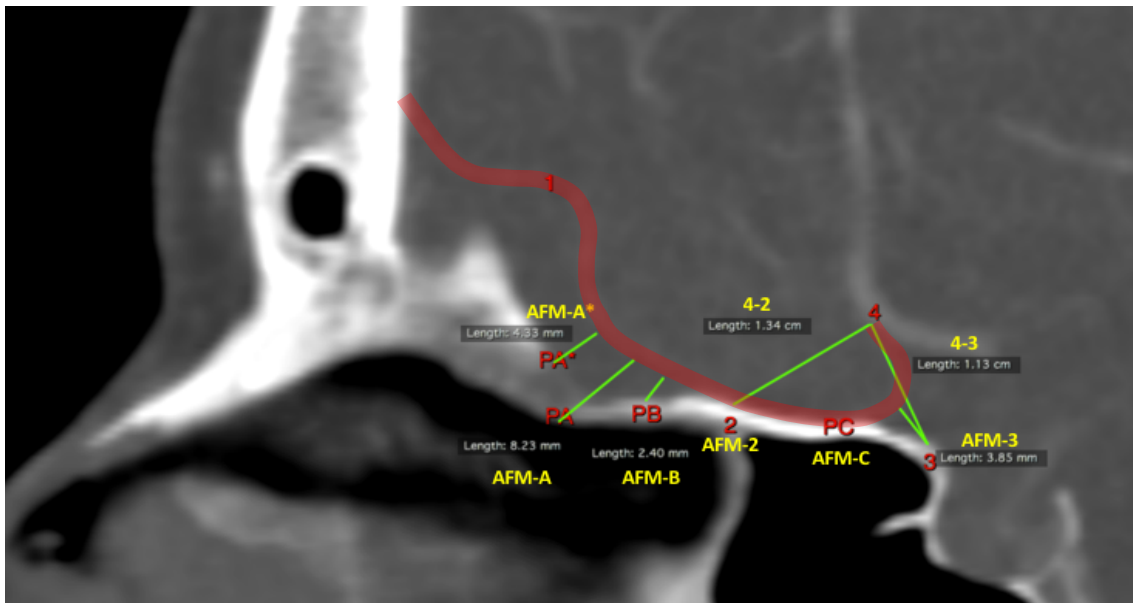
Angiotomografia em reconstrução sagital exemplificando a demarcação dos pontos 1 (AFM na região do forame etmoidal anterior), 2 (parede anterior do seio esfenoidal), 3 (tubérculo da sela túrcica) e 4 (origem da AFM), e da projeção A (PA - projeção na base do crânio do ponto 1), projeção A\* (PA\* - projeção na base do crânio do ponto 1 quando ocorreu a interposição da crista etmoidal), projeção B (PB - projeção na base do crânio do ponto médio da distância entre os pontos 1 e 2) e projeção C (PC - projeção na base do crânio do ponto médio da distância entre os pontos 2 e 3).
